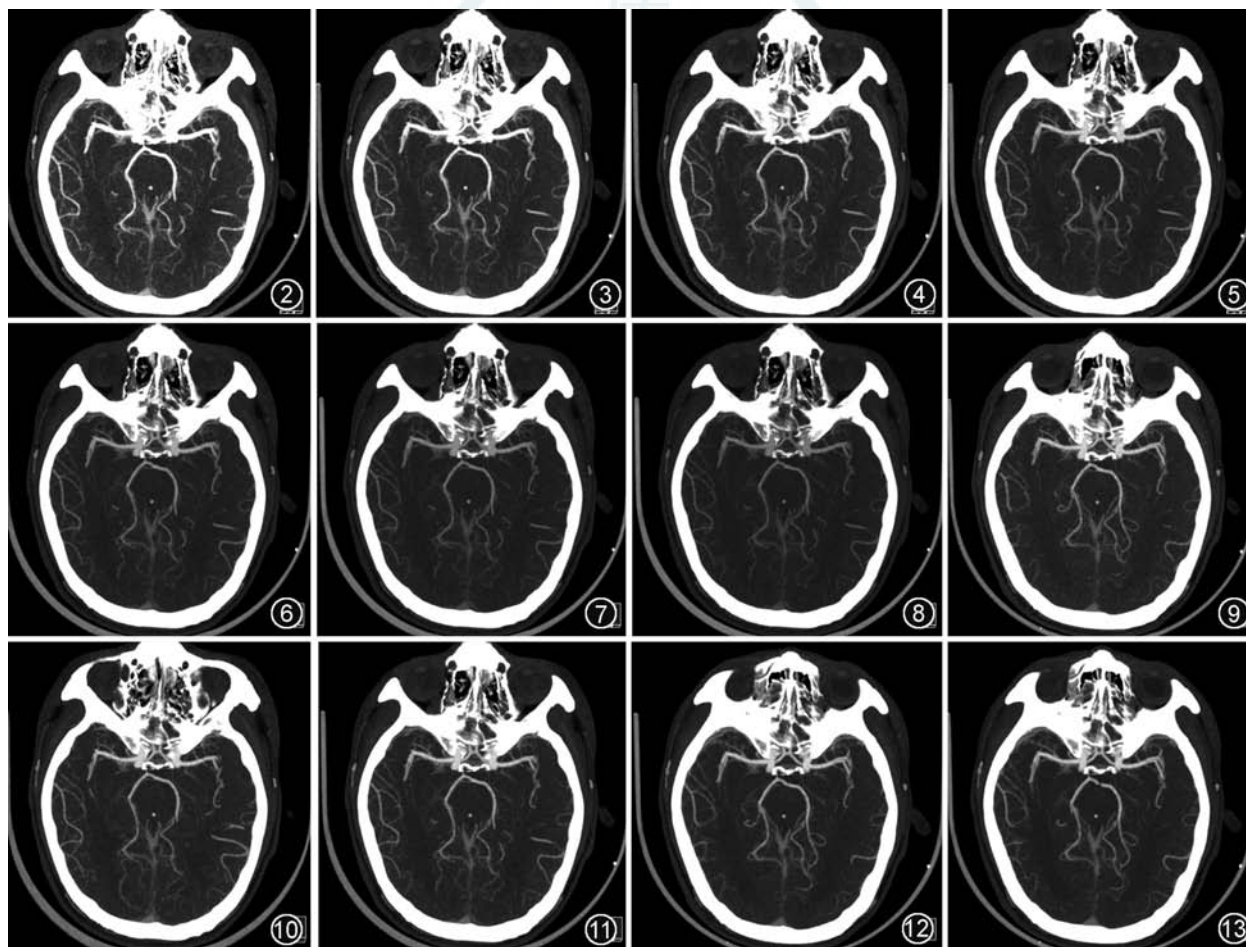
~8 男,19 岁。分别为低管电流(280 mA)能谱扫描不同的 40、45、50、55、60、65、70 keV 多模型的自适应统计迭代重组(ASiR-V) 40% 头颅血管 CTA 图像,55 keV(图 5)及 60 keV(图 6)图像质量主观评分高于其他各组 图 9~13 男,19 岁。低管电流(280 mA)能谱扫描 55 keV 的不同迭代重组比例(反滤波投影与 ASiR-V20%、40%、60% 和 80%)头颅血管 CTA 图像,随着迭代重组比例增加,图像质量主观评分增加
